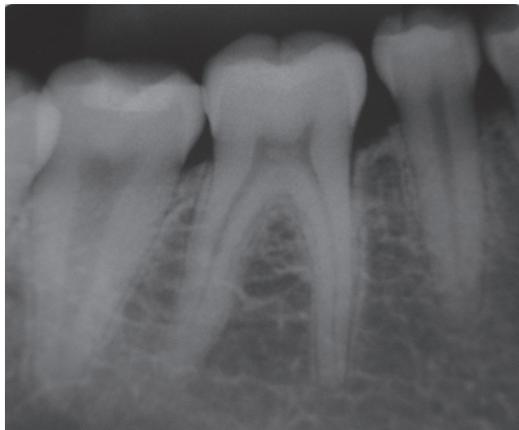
Radiografia periapical mostrando pequena perda de crista óssea na região
